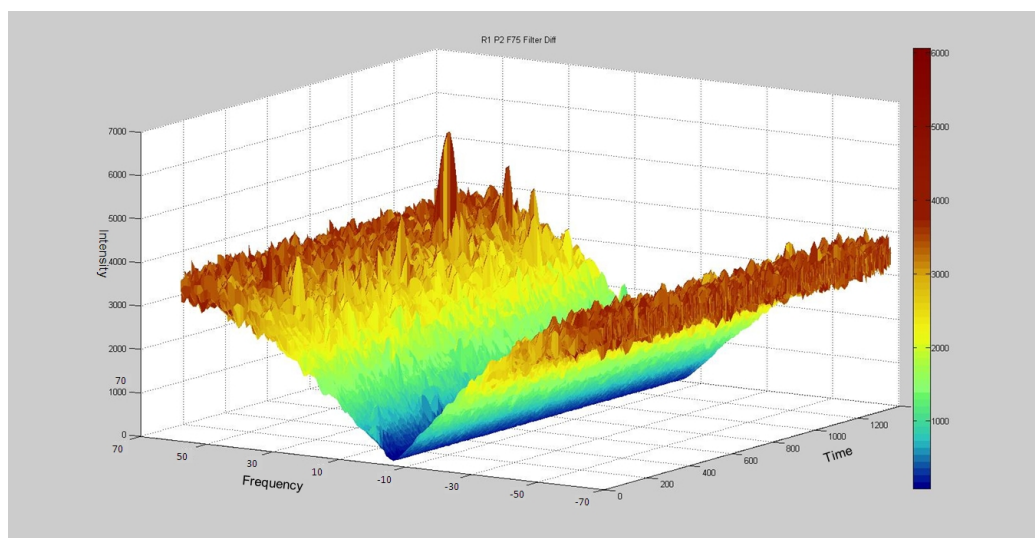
Darstellung des obigen Dopplersignals nach Filterung mit einem Differentiationsfilter.
